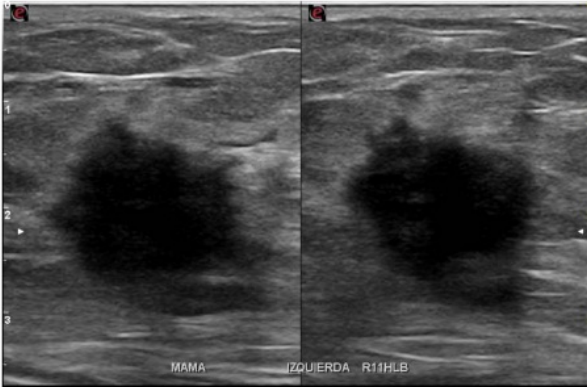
Imagen de ultrasonido en femenino de 39 años con lesión palpable en mama izquierda la cual se presentó como una masa irregular, hipoeoica y espiculada, correspondiendo con un carcinoma ductal infiltrante grado III tipo Luminal A.
